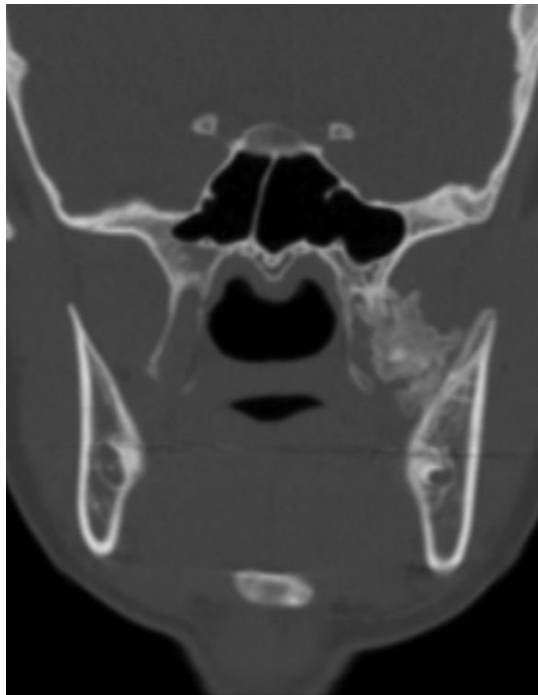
CBCT coronal 3 mois post opératoire(39)
